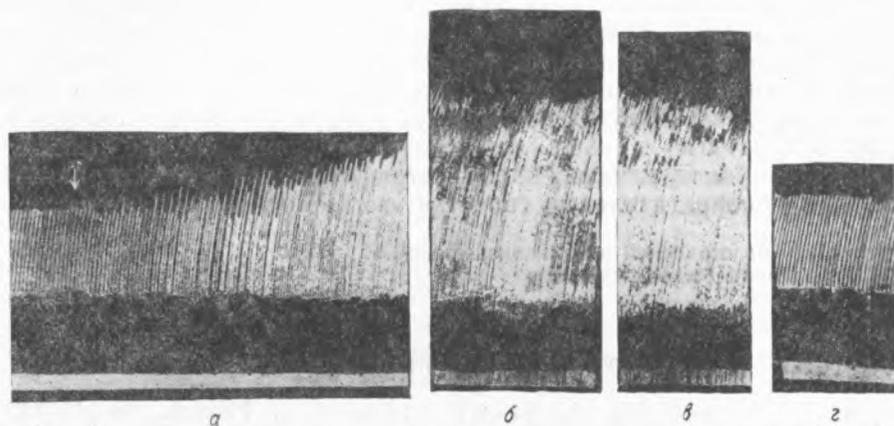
Эффект перфузии изолированного сердца кролика раствором аденозинтрифосфата в концентрации $1 \cdot 10^{-11}$. *а* — начало перфузии раствором аденозинтрифосфата, *б* — через 5 мин. перфузии, *в* — замена раствора аденозинтрифосфата раствором Рингера, *г* — через 10 мин. после прекращения перфузии раствором аденозинтрифосфата
